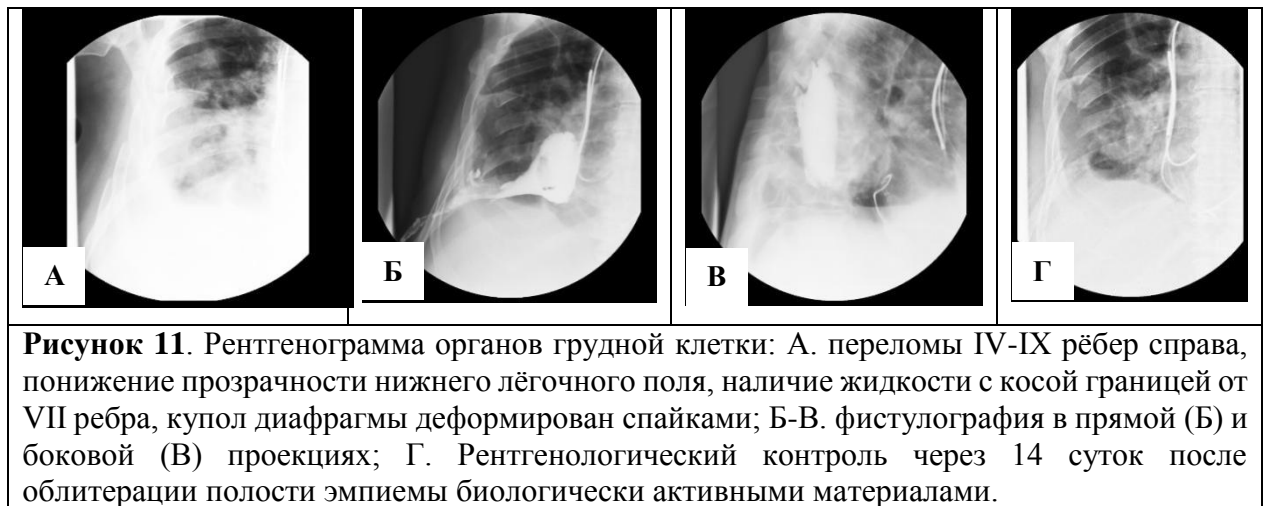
Рентгенограмма органов грудной клетки: А. переломы IV-IX рёбер справа, понижение прозрачности нижнего лёгочного поля, наличие жидкости с косой границей от VII ребра, купол диафрагмы деформирован спайками; Б-В. фистулография в прямой (Б) и боковой (В) проекциях; Г. Рентгенологический контроль через 14 суток после облитерации полости эмпиемы биологически активными материалами.
